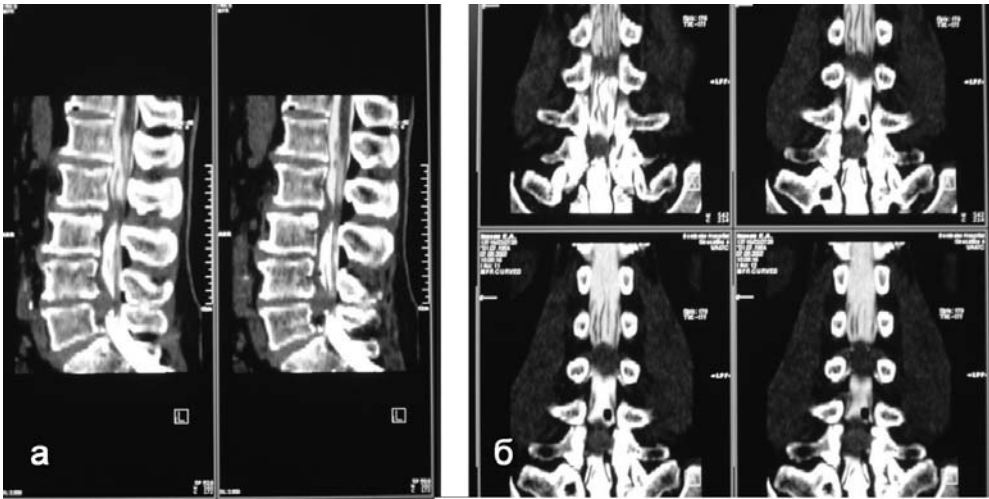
КТ-миелография. Грыжи межпозвоночных дисков L_{II}/L_{III} и L_{IV}/L_V : а – сагиттальные реконструкции, б – коронарные реконструкции
